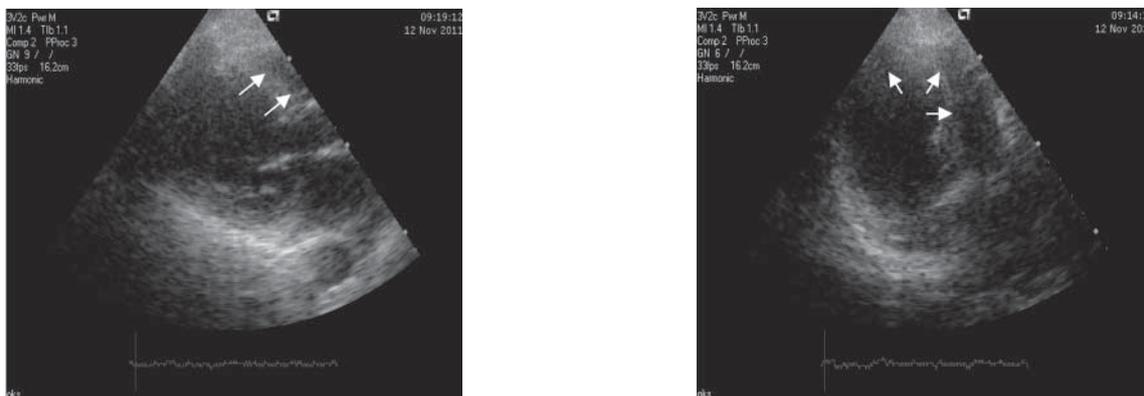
Эхокардиографический срез ЛЖ в систолу (продольная парастеральная и 4-камерная позиции). Отчетливо видно систолическое выпячивание верхушки и средних сегментов межжелудочковой перегородки (МЖП), обусловленное их акинезией
